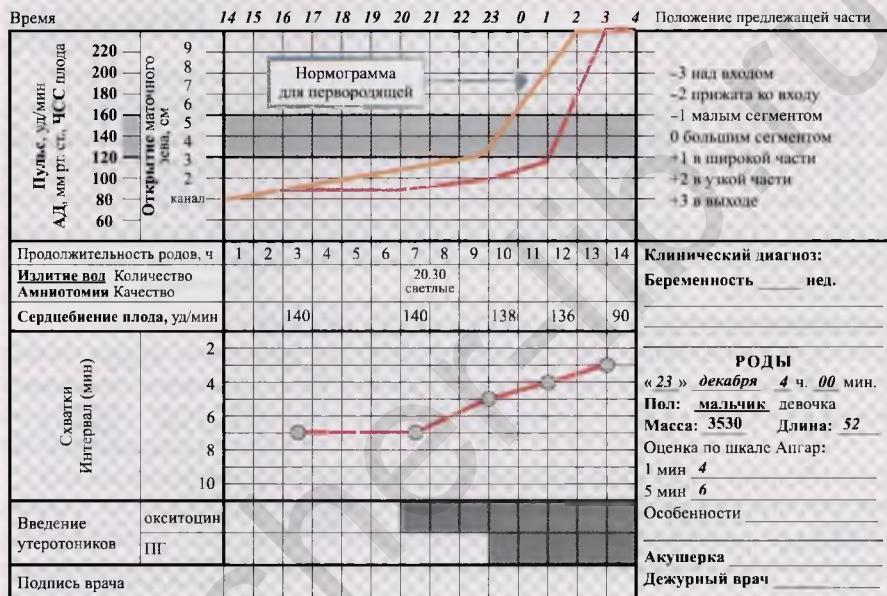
Партограмма №2. Роженица К., 20 лет. По поводу слабости родовой деятельности была назначена длительная инфузия окситоцина (в общей сложности 8 ч), а в последующем добавлен динопрост («Энзапрост-Ф»). Отражено снижение прогресса родов. Неоправданно длительное введение утеротоников стало причиной рождения ребёнка в состоянии асфиксии (см. оценку по Апгар).
